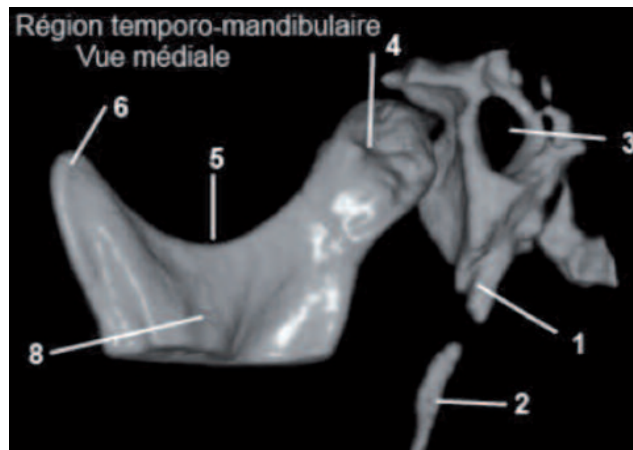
Processus styloïde. Vue interne (CBCT).
